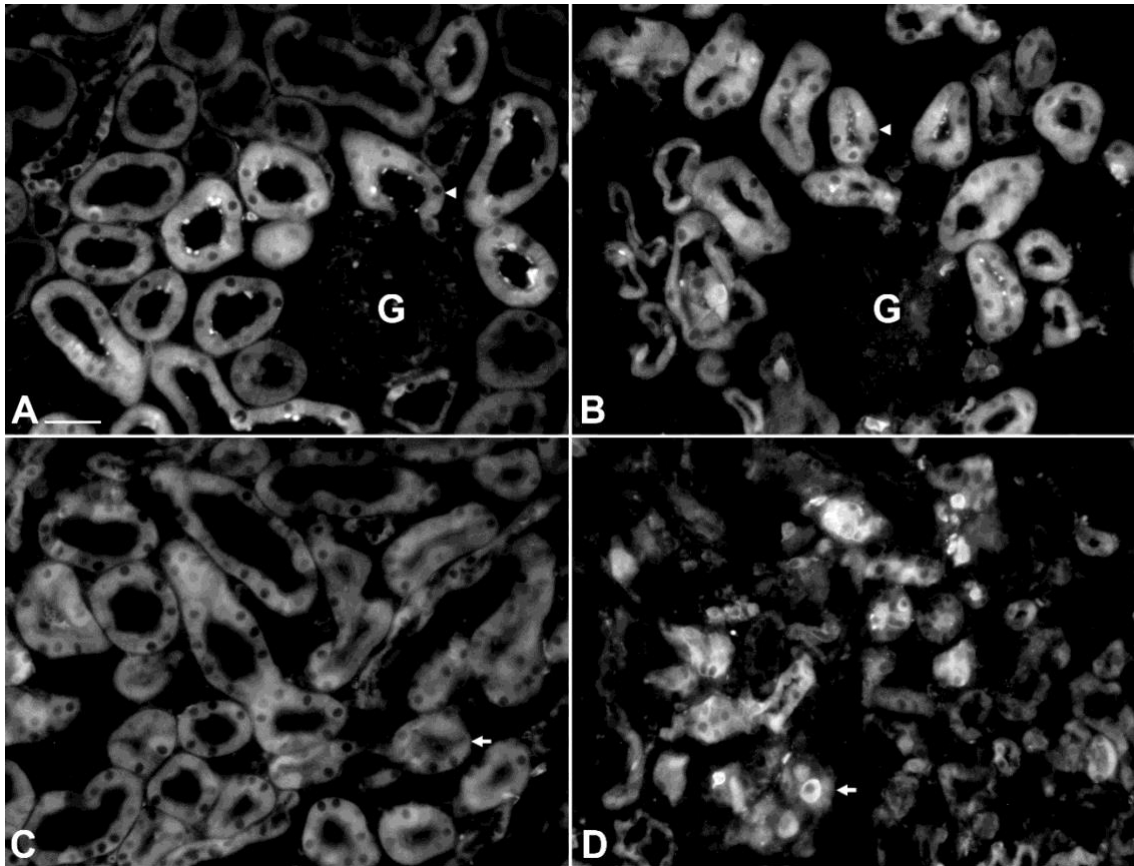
Usporedni imunohistokemijski prikaz obojenja FtL (a) i FtH (b), na sekvencijalnim krio-sekcijama, u kortikalnoj i regiji vanjskog tračka vanjske srži bubrega mužjaka bubreg odraslog kontrolnog štakora, pri optimalnim prethodno utvrđenim uvjetima CT6. Oba feritinska protutijela snažnim obojenjem pokazuju unutarstanično prisustvo u svim
